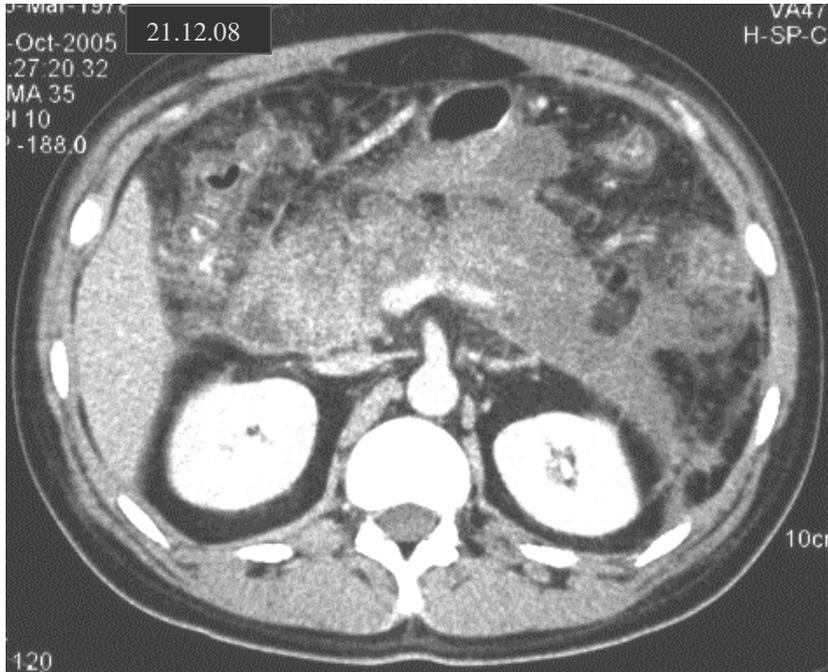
СКТ, артериальная фаза контрастного усиления. Острый деструктивный панкреатит.
